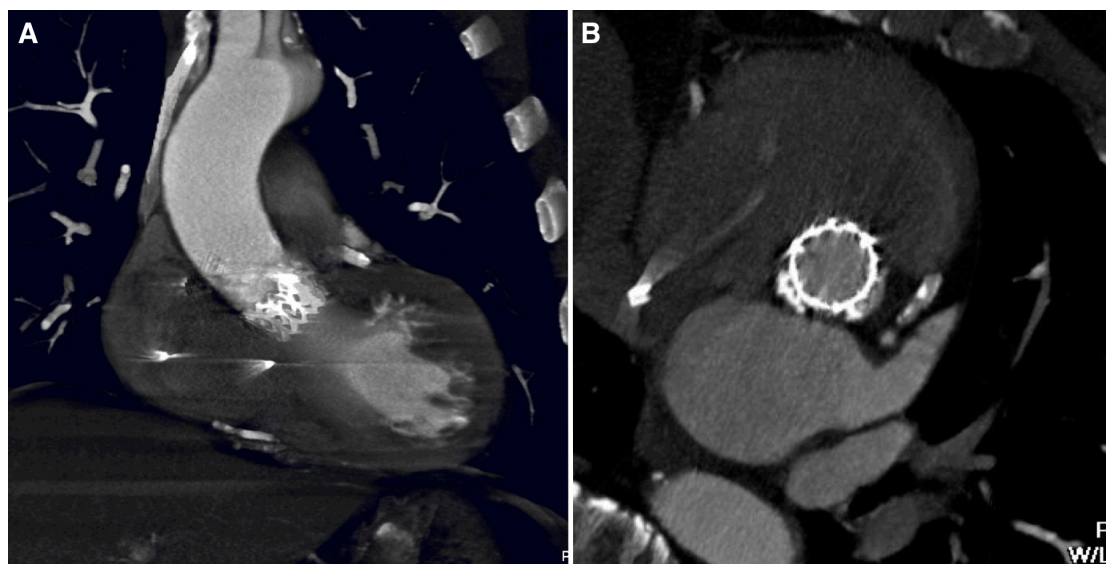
Tomografía axial computerizada mostrando en reconstrucciones multiplanares la posición correcta de la válvula de Edwards SAPIEN tras su implante, en los ejes longitudinal (A) y transversal (B) del TSVI.
